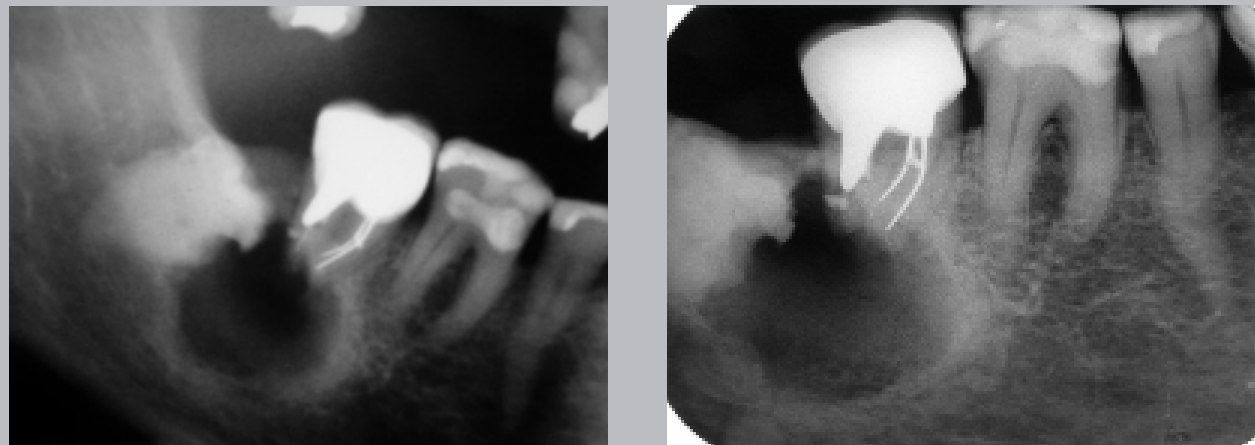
Mujer de 82 años. Radiografías panorámica y retroalveolar. Zona desde el tercer al segundo molar. Tercer molar incluido en mesioversión. Segundo molar tratado. Área radiolúcida de límites francamente corticalizados de forma semicircular entre ambos molares en zona basal se aprecia límite irregular. Pérdida de sustancia coronaria en tercer molar.
